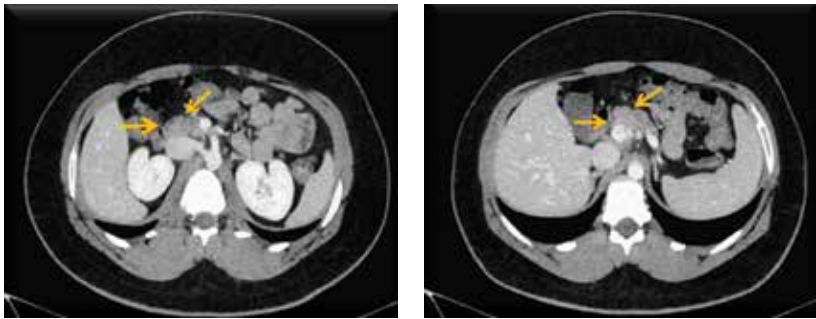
Пациент М., 20 лет. Компьютерная томография органов брюшной полости. Аксиальная плоскость, венозная фаза: картина количественной лимфаденопатии в брюшной полости и в малом тазу; признаки жировой дегенерации поджелудочной железы
